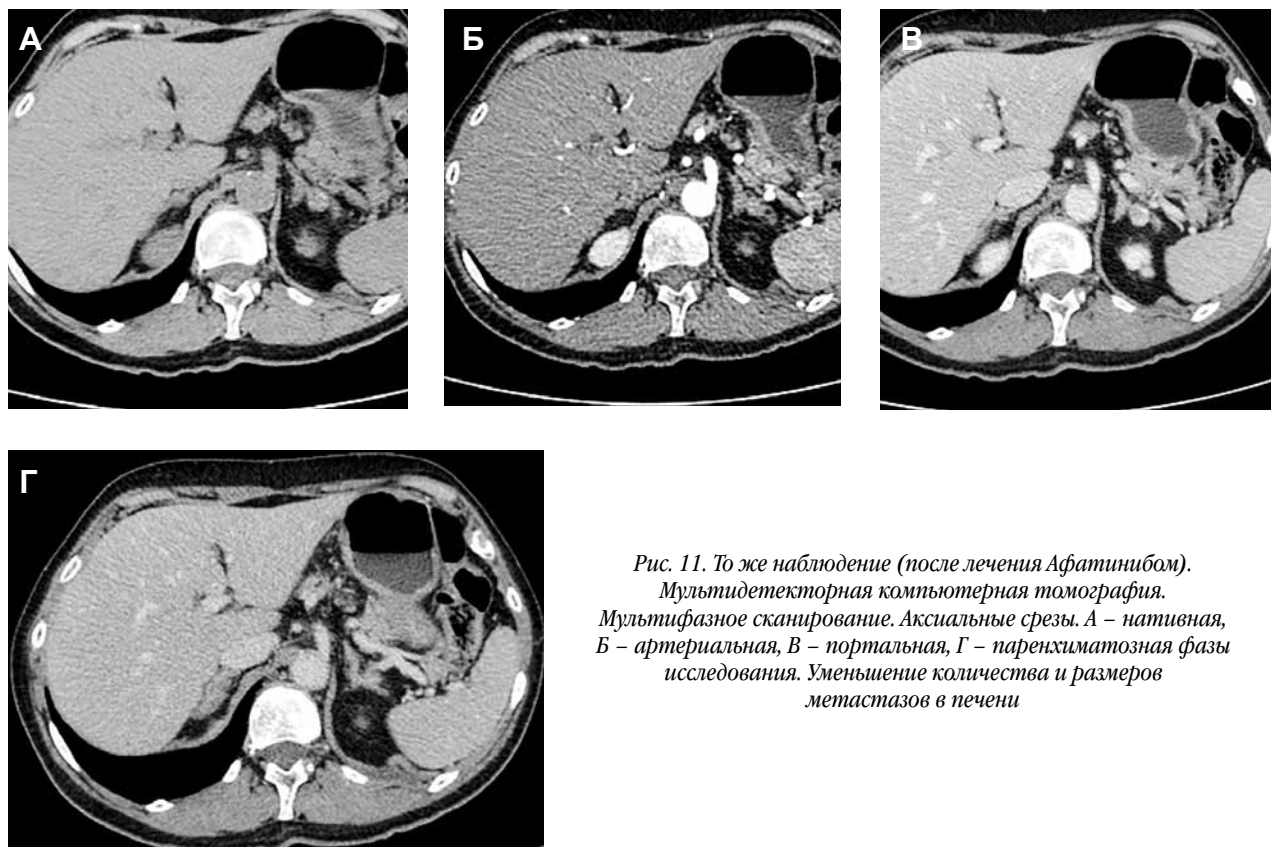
То же наблюдение (после лечения Афатинибом). Мультидетекторная компьютерная томография. Мультифазное сканирование. Аксиальные срезы. А – нативная, Б – артериальная, В – портальная, Г – паренхиматозная фазы исследования. Уменьшение количества и размеров метастазов в печени
